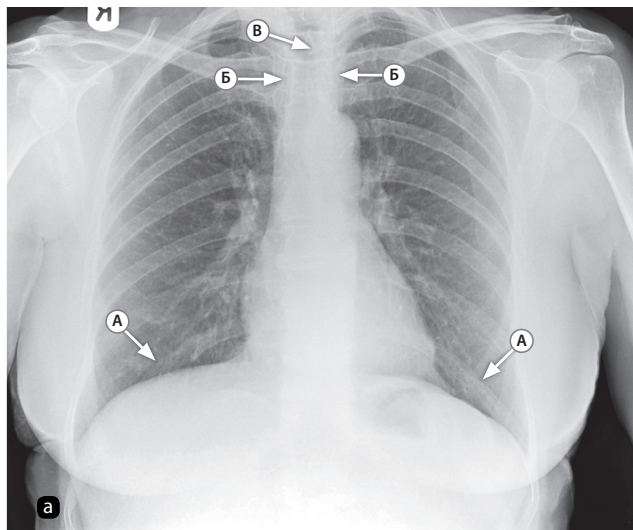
а — рентгенограмма органов грудной клетки в передней прямой проекции при глубоком вдохе. Визуализируются задние сегменты десяти ребер (А). Медиальные концы ключиц (Б) на одинаковом расстоянии от остистого отростка позвонка (В); б — положение пациента при съемке — передняя прямая проекция. Пациент стоит лицом к кассете. Пучок лучей направлен на пациента со спины, в центре пучка находится V грудной позвонок
